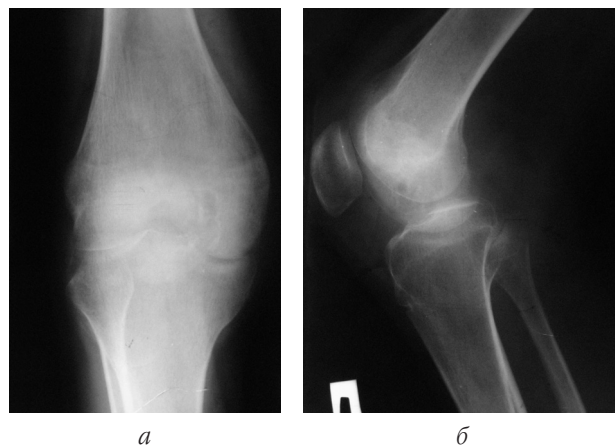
Рентгенограми хворої до початку лікування: пряма (а) та бокова (б) проекції
